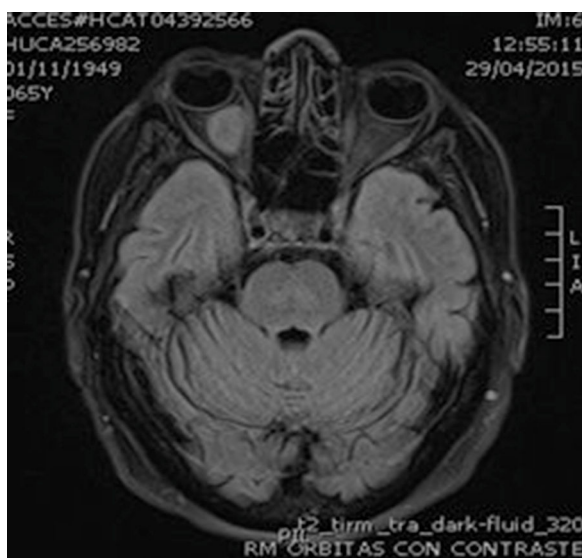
RMN secuencia T1. Lesión hipocaptante.
